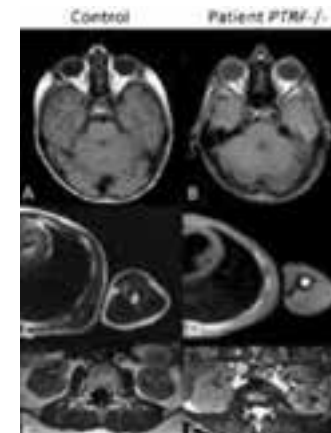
Нарушение развития жировой ткани у детей с врожденной генерализованной липодистрофией. Магнитно-резонансная компьютерная томография [56]. А, С, Е – здоровый ребенок; В, D, F – с генерализованной липодистрофией
